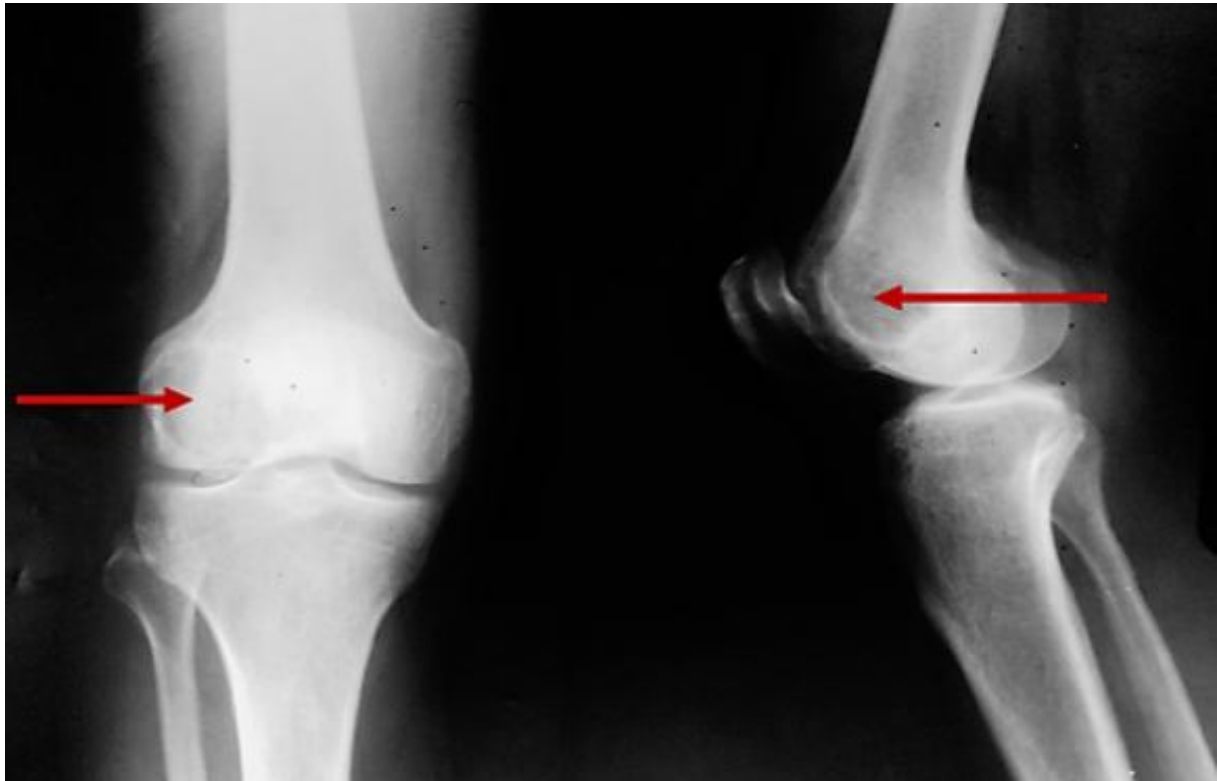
Radiographie de face et de profil du genou droit
